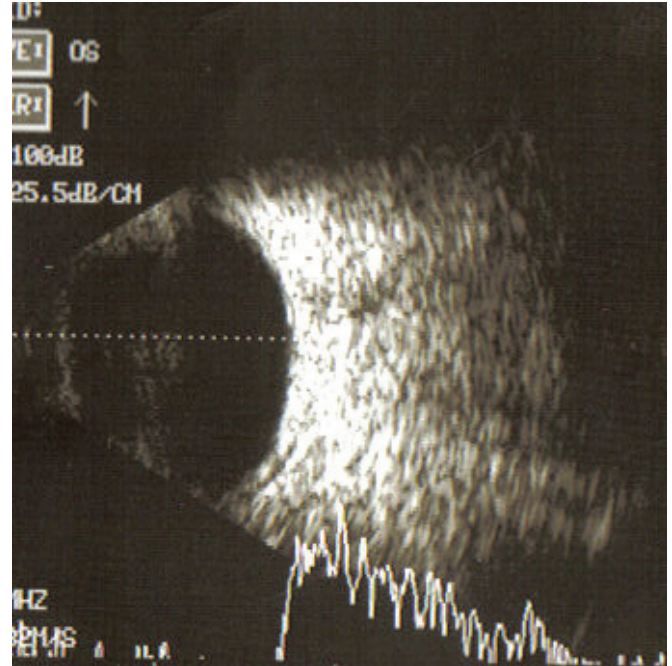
Lazer sonrası yapılan B mod ultrasonografide koroid dekolmanı ile uyumlu görünüm.
